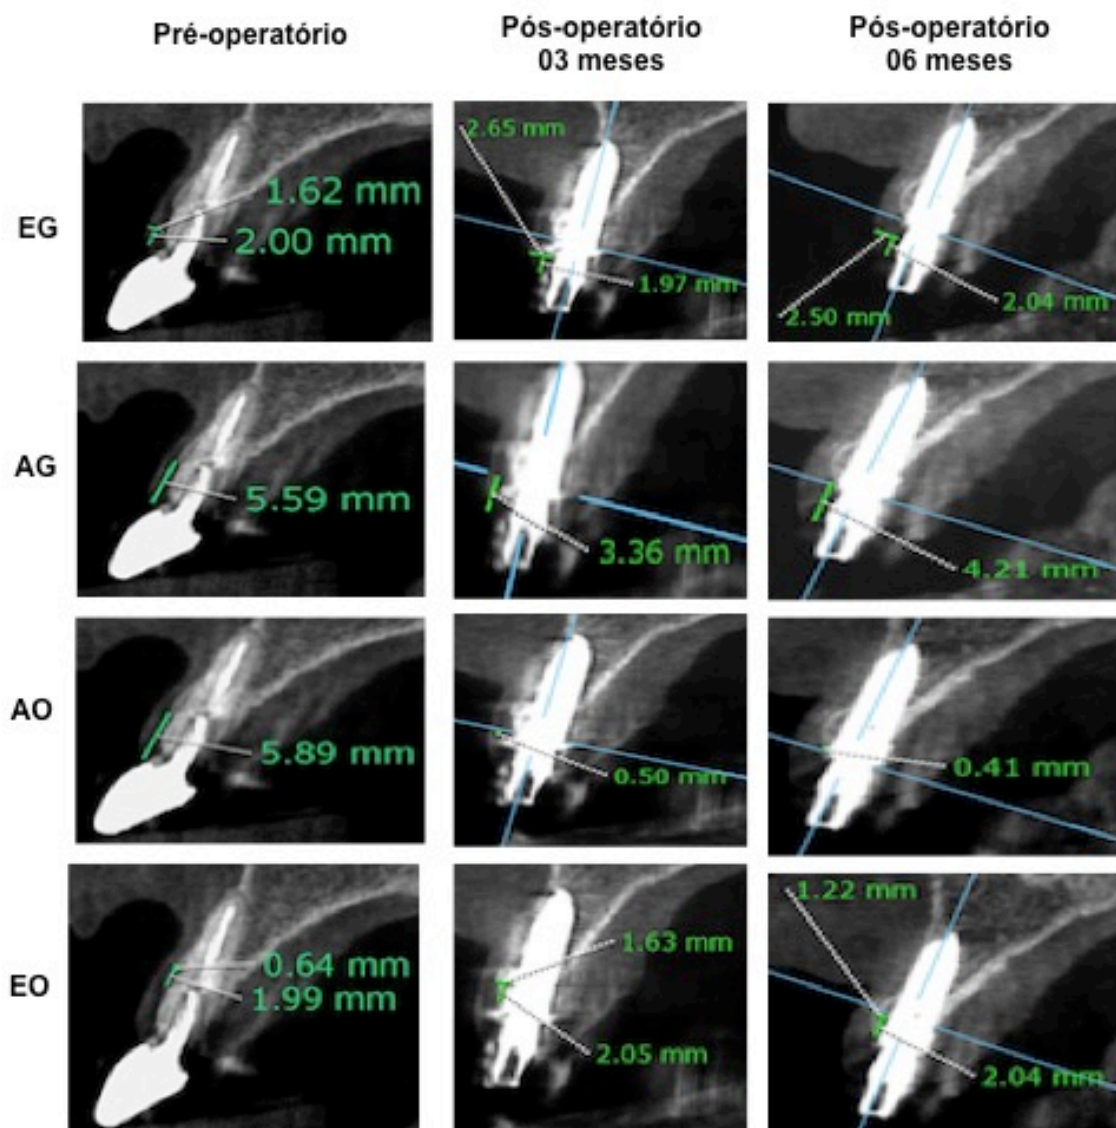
Paciente 4 - Medidas lineares pré e pós-operatórias obtidas pela tomografia computadorizada de feixe cônico utilizando afastador labial. EG: Espessura de tecido mole; AG: Distância entre margem gengival e a crista óssea vestibular; AO: Distância da crista óssea vestibular à coroa protética ou à plataforma do implante; EO: Espessura do osso vestibular.
